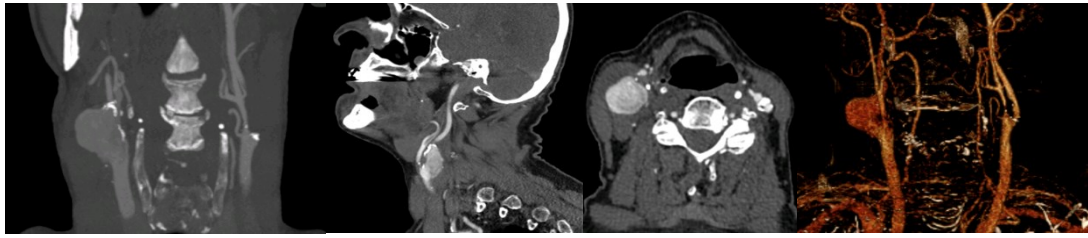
Nahtaneurysma bei Z.n. Patchplastik der Arteria carotis interna (ACI) rechts. Diagnostik mittels computertomografische Angiografie (CTA): coronare, sagittale, transversale Schichtung mit drei Dimensionen (3D)-Rekonstruktion
